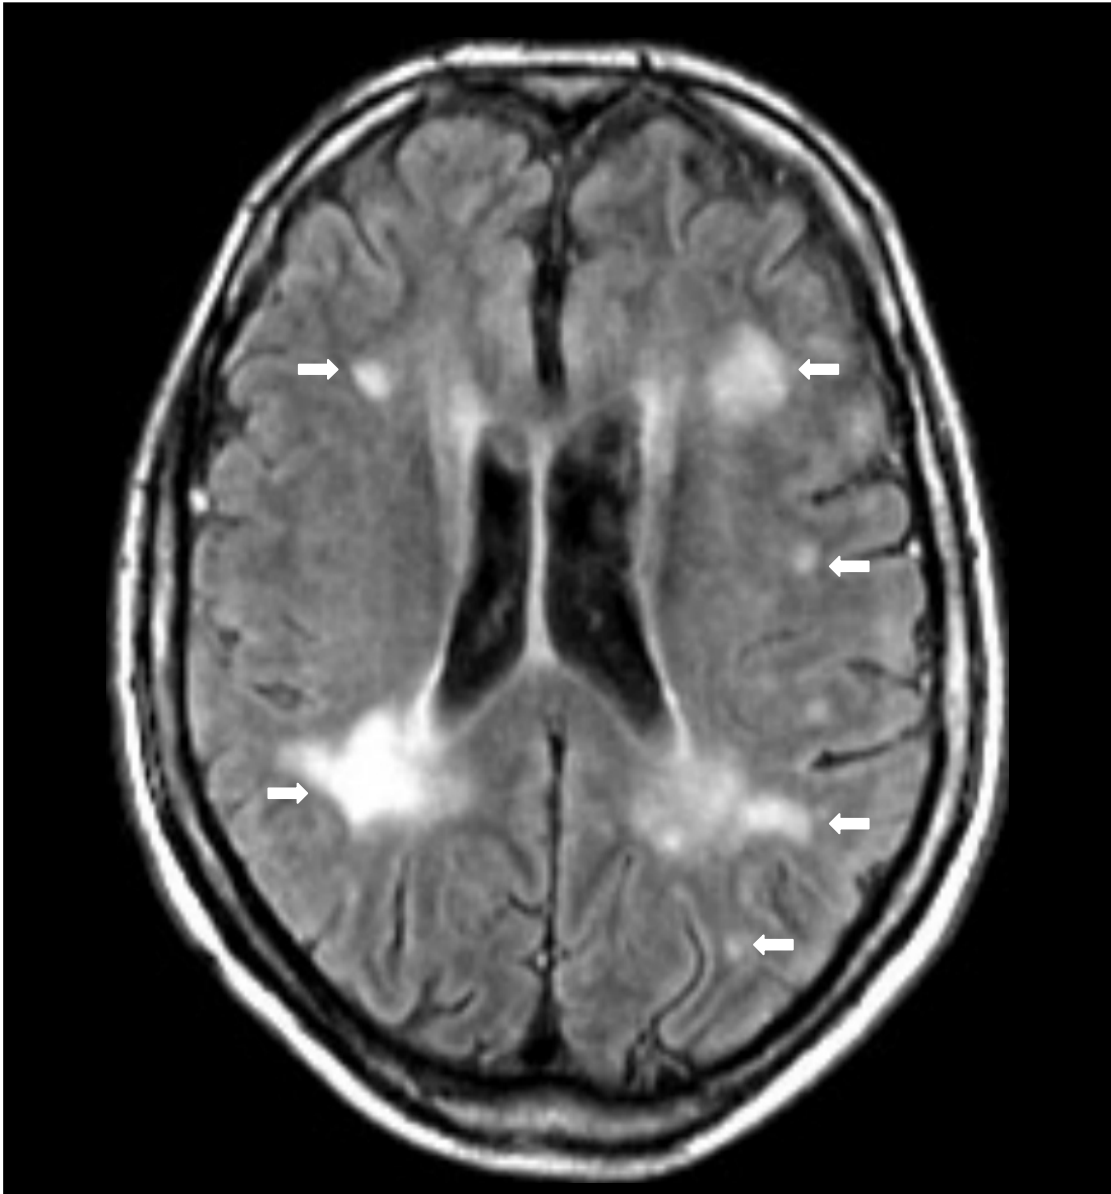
Kraniale MRT-Aufnahme eines DM-1-Patienten (1-1), FLAIR-Sequenz, mit mäßiggradigen, konfluierenden periventrikulären und subkortikalen Marklagerläsionen (Pfeile)
